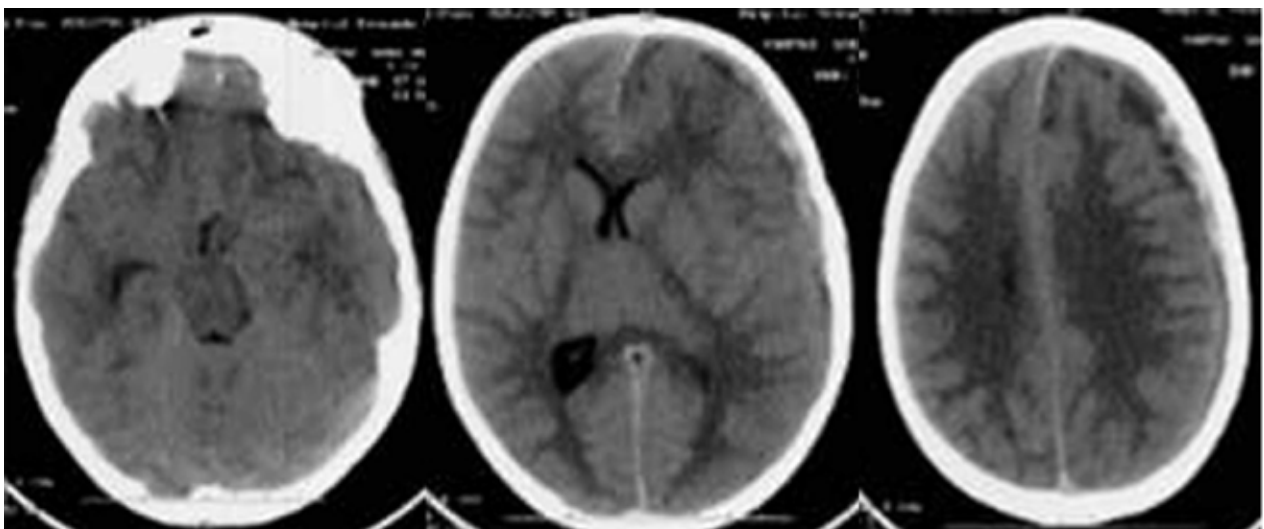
Imagens da TC realizada no dia do diagnóstico, onde é visível a colecção subdural heterogénea na convexidade fronto-parietal esquerda com extensão inter-hemisférica anterior, desvio da linha média e herniação uncal.
